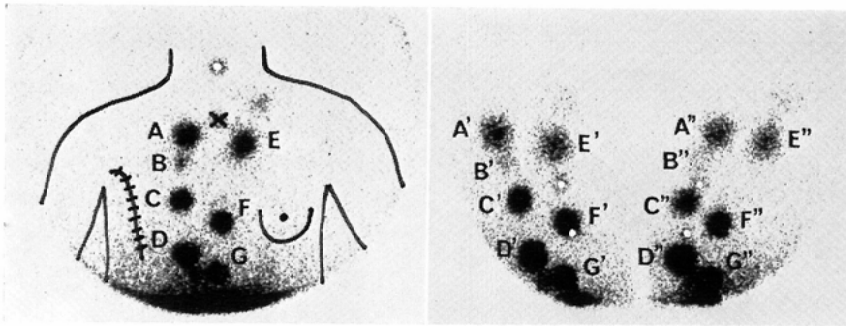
Parasternal lymphoscintigram from a 49-year-old post-mastectomy female with right breast cancer, clinical Stage IIIa (T3N1M0).
